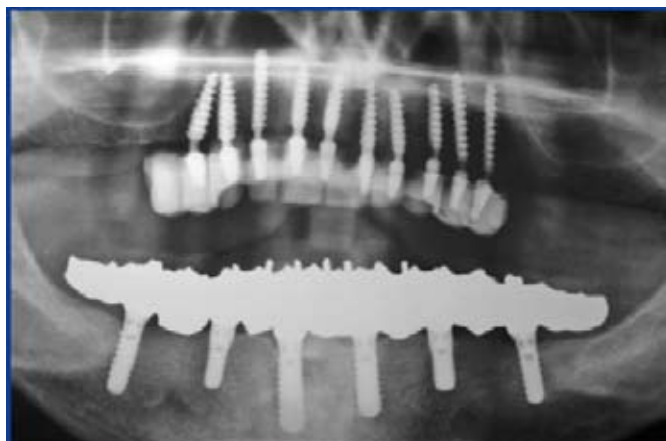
Radiografia panoramica con il provvisorio dopo l'intervento: sono stati utilizzati impianti pieghevoli KOS. Il paziente è stato immediatamente protesizzato con un ponte provvisorio circolare in resina.
